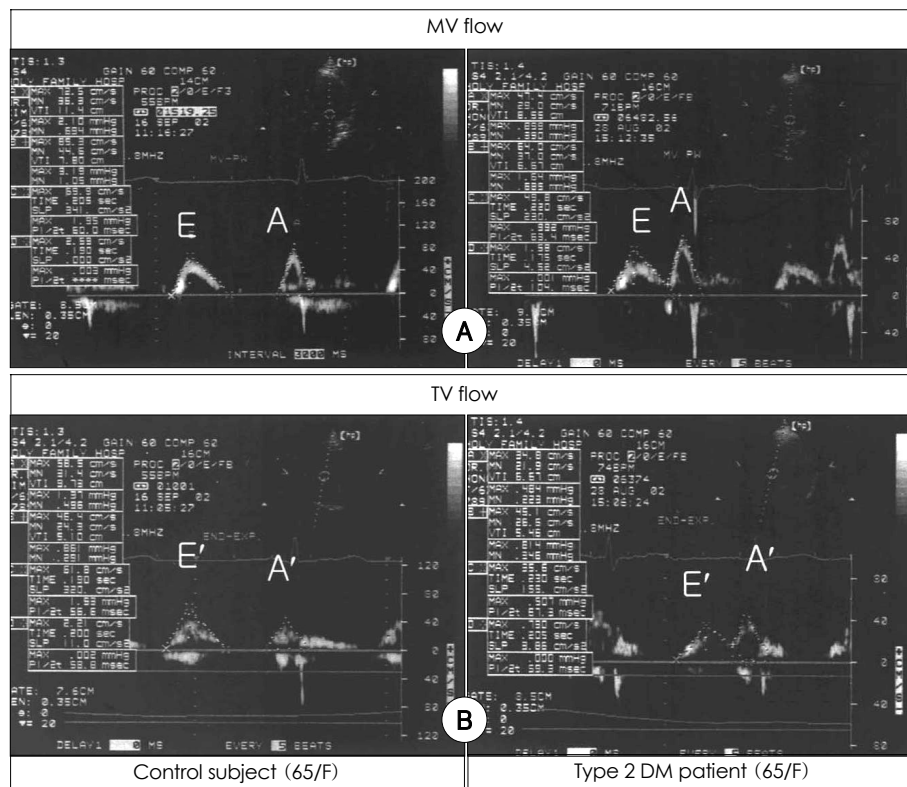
Doppler-derived mitral and tricuspid flow patterns.
